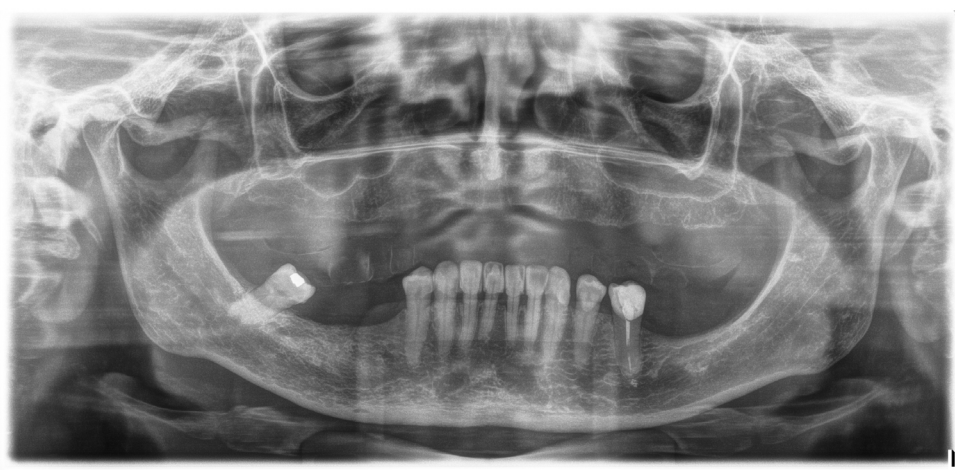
Radiografía panorámica inicial donde podemos observar la pérdida de todas las piezas dentales superiores y la atrofia en altura de los sectores posteriores maxilares. Además, vemos como existe un edentulismo parcial mandibular con un cordal en el cuarto cuadrante con una gran inclinación mesial.
